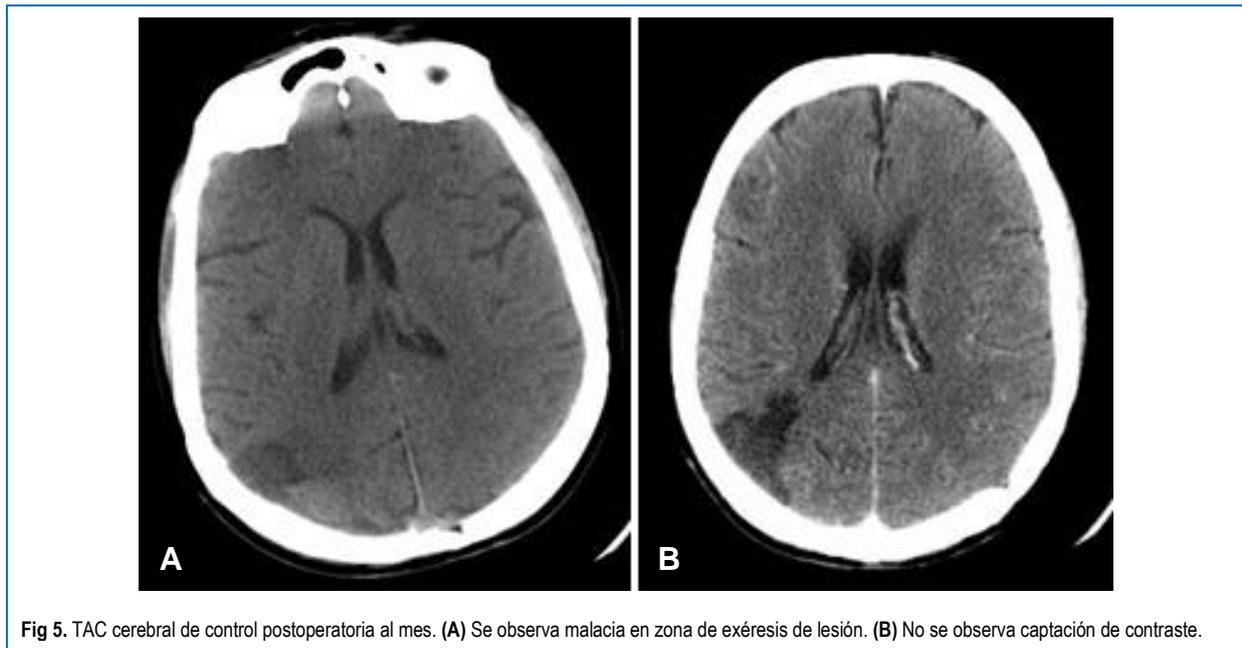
TAC cerebral de control postoperatoria al mes. (A) Se observa malacia en zona de exéresis de lesión. (B) No se observa captación de contraste.
